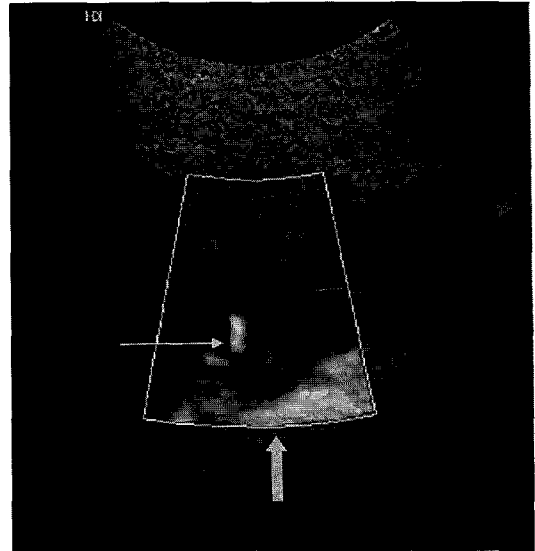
Color doppler image shows the abnormal arterial blood flow(transverse arrow) originating from the descending thoracic aorta(vertical arrow).
